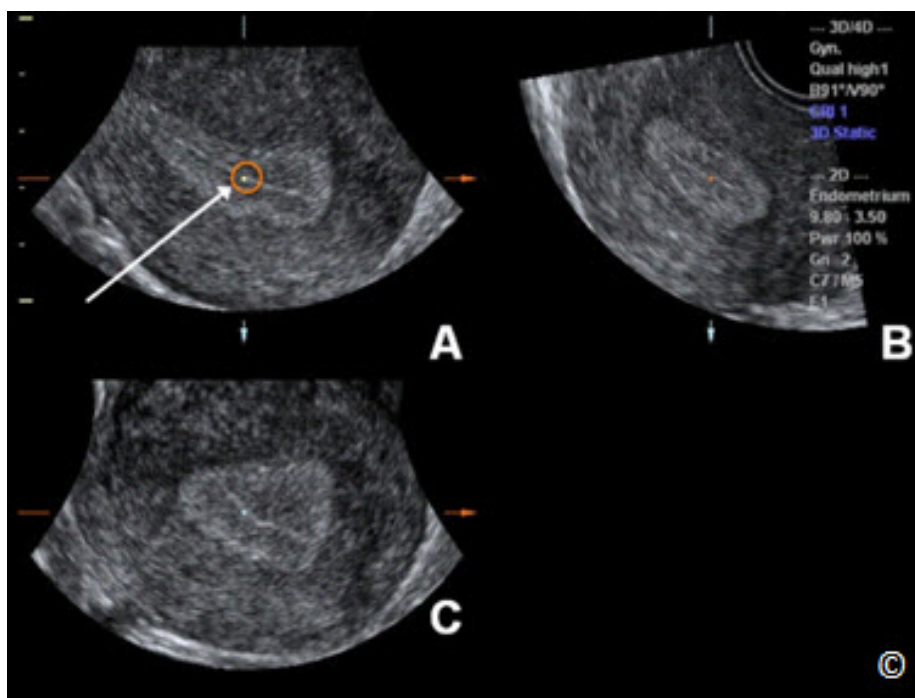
Volumen en 3D con vista multiplanar del útero. El plano A representa el plano de referencia (sagital en este caso) y el plano B y C representan 2 planos ortogonales. El paso inicial en la técnica-Z consiste en colocar el punto de referencia/de rotación en un punto medio del endometrio plano A (círculo y flecha). Modificado con permiso del Instituto Americano de Ultrasonido en Medicina (21).
